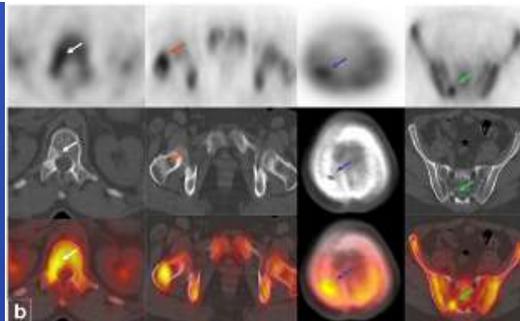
Comparison of ^{18}F -fluoride PET and MDP bone scintigraphy. (A) ^{18}F -fluoride shows an increased number of metastatic deposits and better resolution than MDP bone scintigraphy (B) on the same patient.
